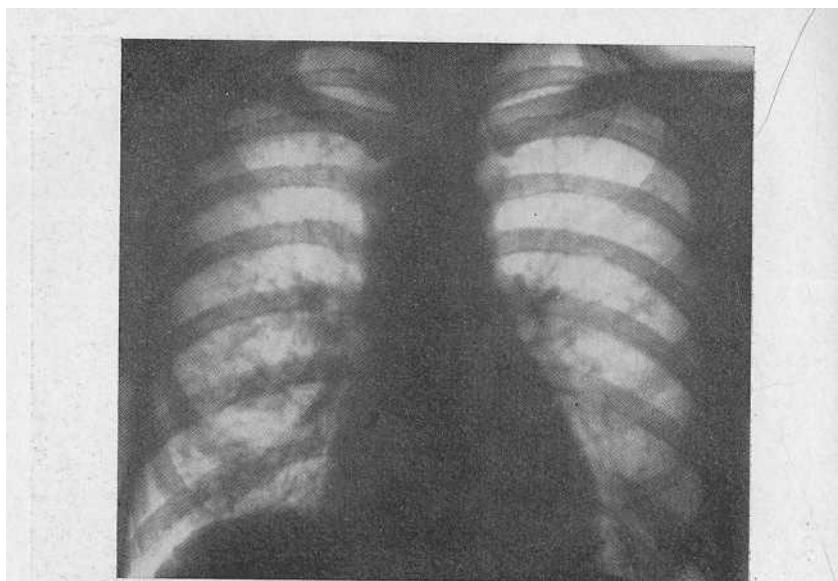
Рентгенограмма больной III. В нижней доле правого легкого бронхо-сосудистый рисунок усилен и деформирован, образует мелкопетлистую сетку.
